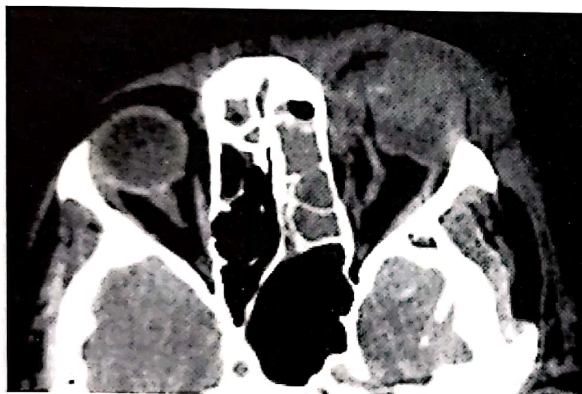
A.S. Abces orbital. CT-scan axial, fără contrast. Sinuzită etmoidală predominant stângă, cu abces orbital stâng.
